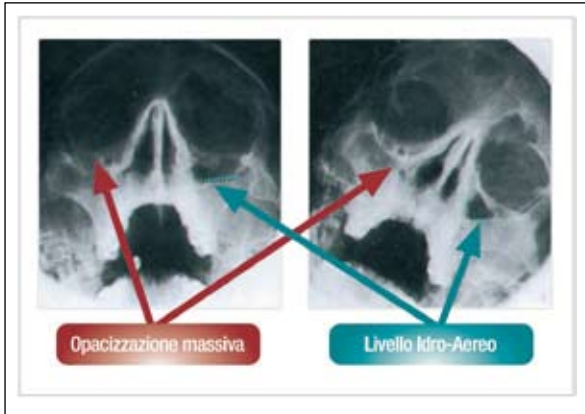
Radiografia dei seni paranasali: sono ben visibili l'opacimento massivo del seno mascellare di destra e il livello idro-aereo di sinistra, veri segni radiografici di sinusite.
